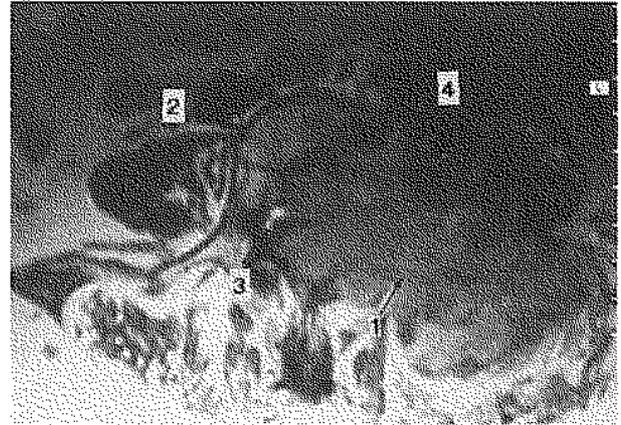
Coupe horizontale en IRM de la métastase du patient de la figure 3, montrant la masse tumorale (1) qui détruit la vertèbre L4 (2), envahit le canal vertébral (3) et les tissus avoisinants latéro-vertébraux (4).
